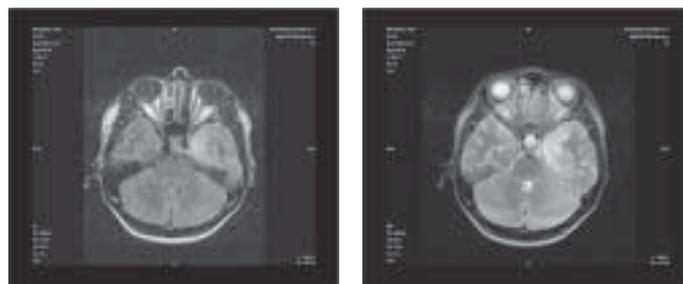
МРТ головного мозга от 19.04.10.
